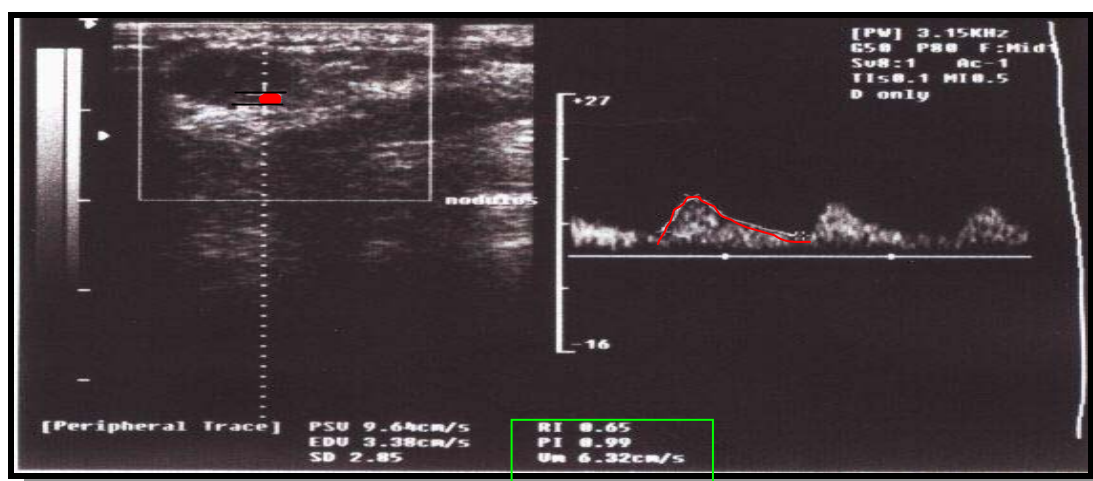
Imagem em modo duplo: a esquerda demonstra o tumor e um vaso selecionado na periferia (em vermelho), e a direita o espectro sobre o qual há um traçado manual (em vermelho) para a interpretação automática dos parâmetros hemodinâmicos (V max, IR e IP) do Color Doppler. (ATL HDI 1500).
